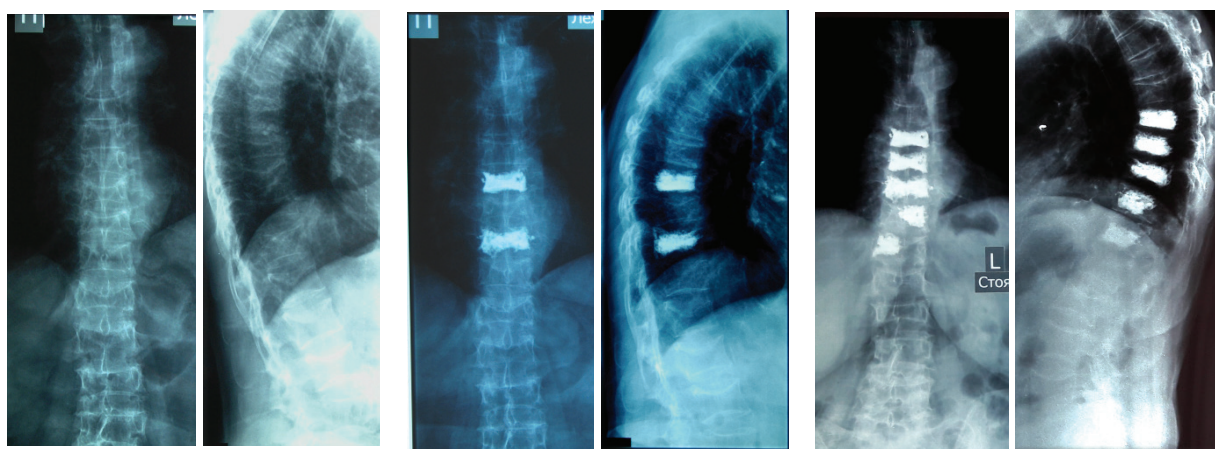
Рентгенограммы больной: а – до операции, б – после 1 операции, в – после 2 операции
